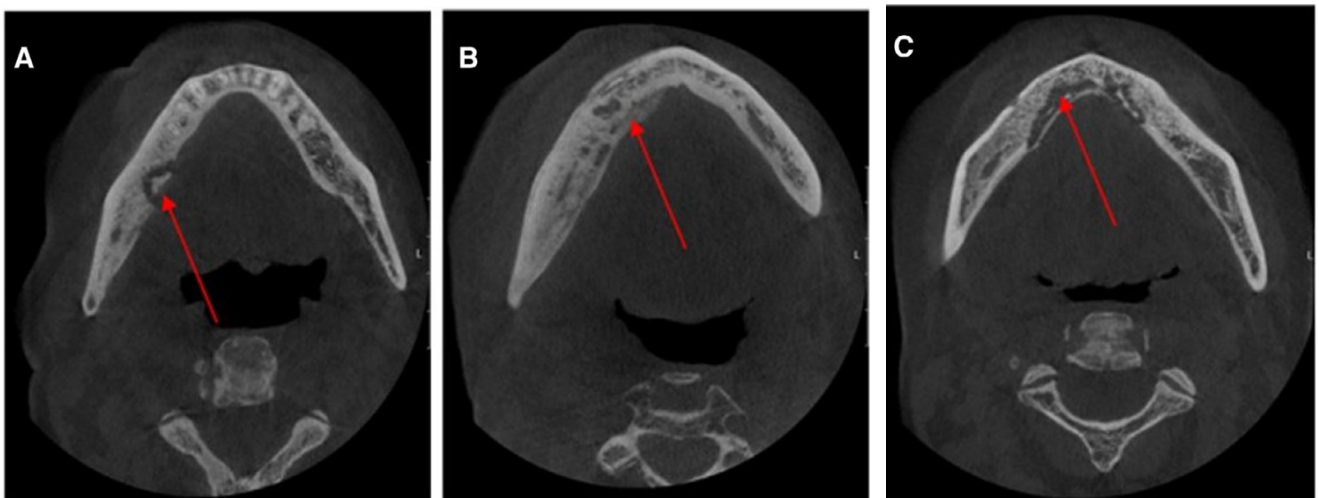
Características radiológicas da MRONJ, assinaladas pelas setas vermelhas em cortes axiais reformatados de CBCT. (A) Sequestro ósseo. (B) Formação óssea subperiosteal. (C) Lise do bordo cortical do maxilar. Retirado de (Pichardo et al., 2020)
